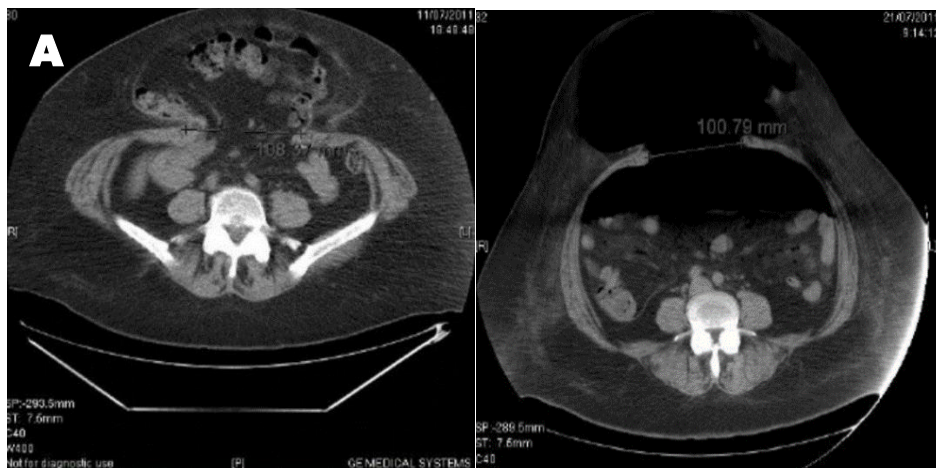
A: Tomografía de paciente con hernia con pérdida de dominio. B: Tomografía de paciente con neumoperitoneo. Extraído de Cuenca, Osmar: Colección Personal. (28)
